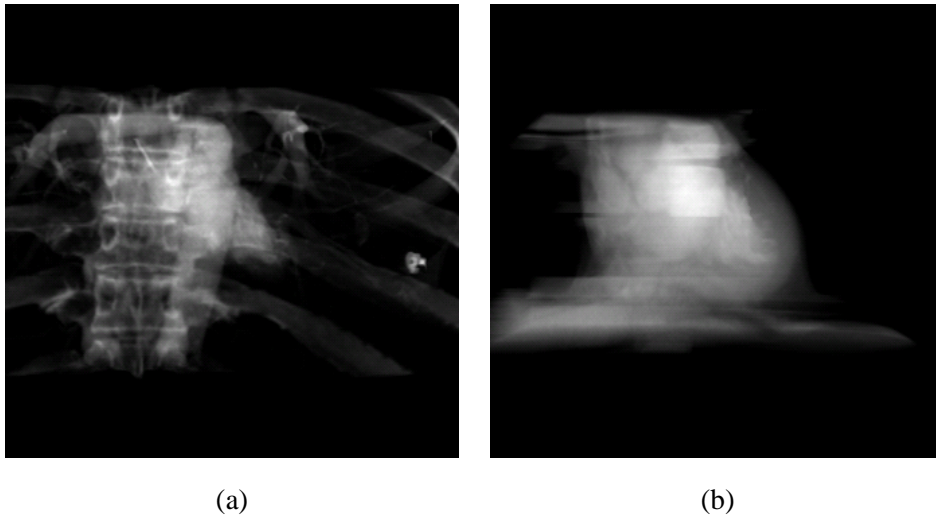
Künstlich erzeugte Projektionsbilder aus einem CT-Datensatz des Thorax. (a) Das Herz wird von der Wirbelsäule und den Rippen verdeckt und ist nur schemenhaft zu erkennen. (b) Die Form des Herzens ist nach Maskierung des CT-Datensatzes erkennbar, die Koronararterien sind aber nicht sichtbar.
